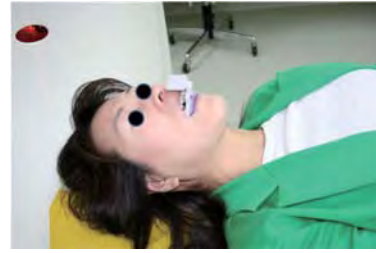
CT scanning of patient.
